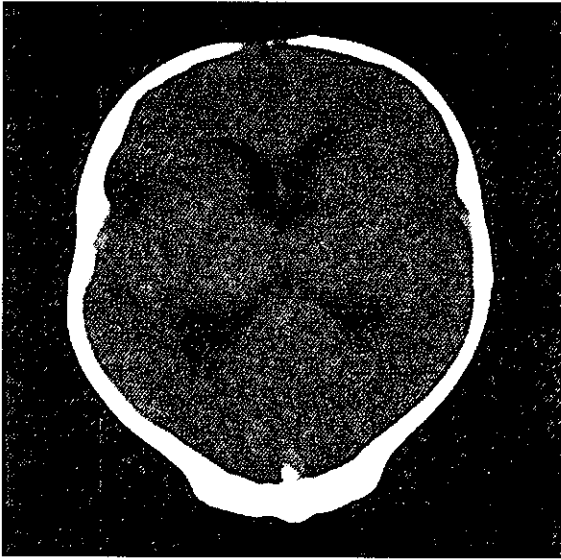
生後24日目の頭部CT。脳室の軽度拡大を示す。
